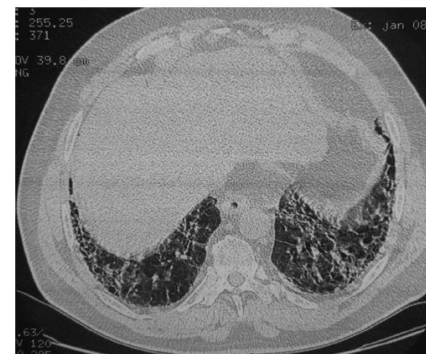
Computed tomography scan of the chest showing a pulmonary fibrosis with septal and intralobular cross-links in the 2 lung bases predominantly on the left side and at the upper lingual lobe.
